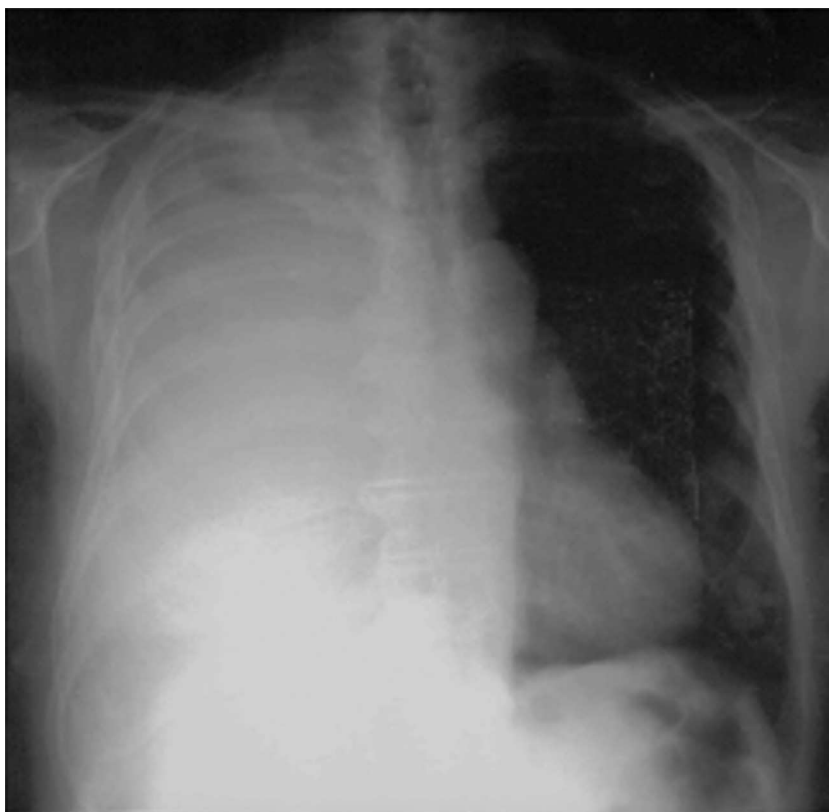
Telerradiografia do tórax pósterio-anterior: hipotransparência heterogênea em toda a extensão do hemitórax direito.
